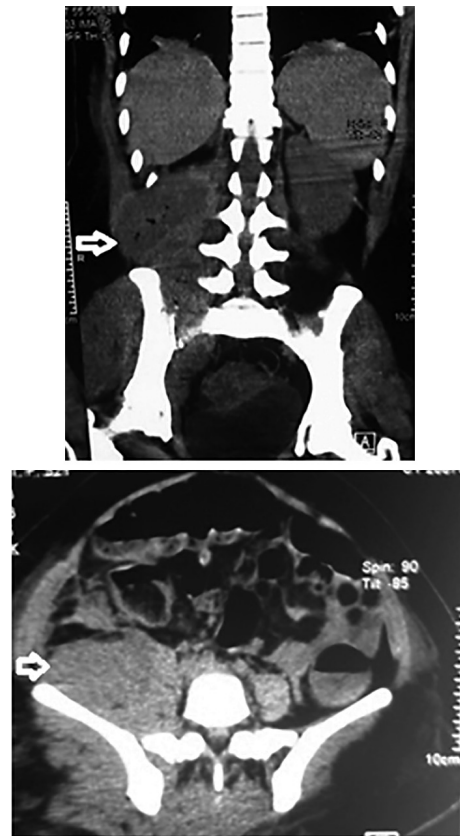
TC evidenciando coleção de iliopsoas.
